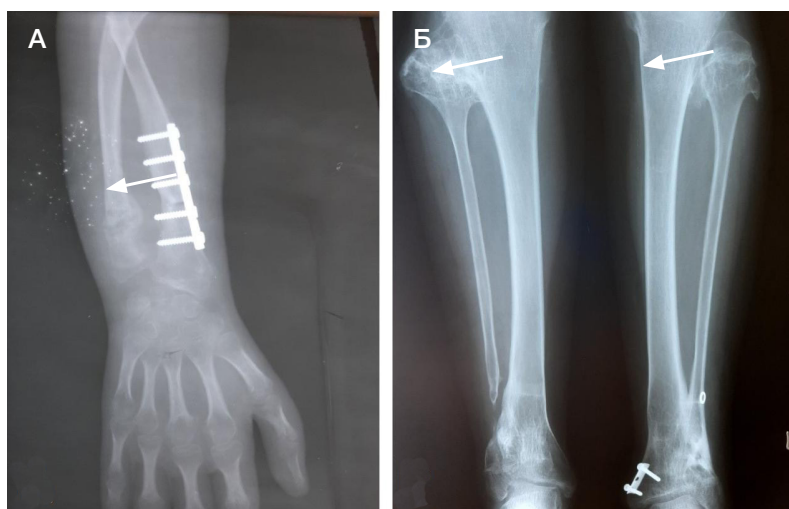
Рентгенограмма костей верхней (А) и нижней (Б) конечностей с множественными экзостозами (показано стрелками) и металлическими конструкциями после операции
